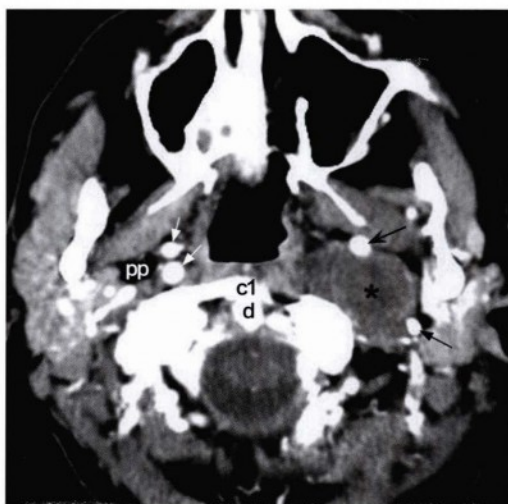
更下方经齿突 (d) 和寰椎 (c1) 层面的横断位增强CT扫描，显示一个边界清楚、轻度增强的圆形、椭圆形软组织病变 (星号)，中心位于颈动脉上间隙，向前方推挤左侧颈内动脉 (黑凹箭头) 并侵蚀左侧咽旁脂肪。该病变位于茎突 (黑直箭头) 及腮腺内侧。可见迂曲的右侧颈内动脉 (白直箭头) 和正常的右侧咽旁脂肪 (pp)。
